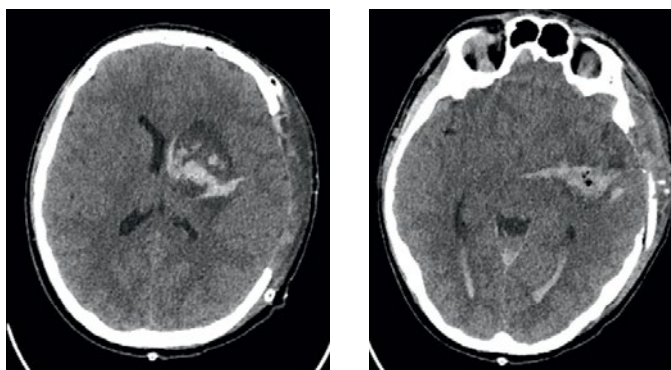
КТ головного мозга при поступлении: А, Б — КТ в аксиальной проекции (определяется инородное тело в проекции левой височной доли, распространяющееся в область базальных ганглиев до колена внутренней капсулы); В — данные КТ в «костном» режиме; Г — 3D КТ-реконструкция головы
